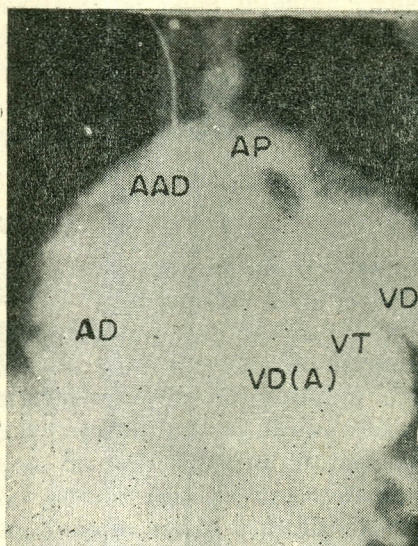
Angliografía. - La radiografía apacificada con medio de contraste muestra la inmensa cavidad común: aurícula derecha y porción atrializada del ventrículo derecho, el desplazamiento de la válvula tricúspide hacia abajo y a la izquierda (V T). Además se aprecia el tracto de salida de ventrículo derecho y arteria pulmonar principal (A P).
